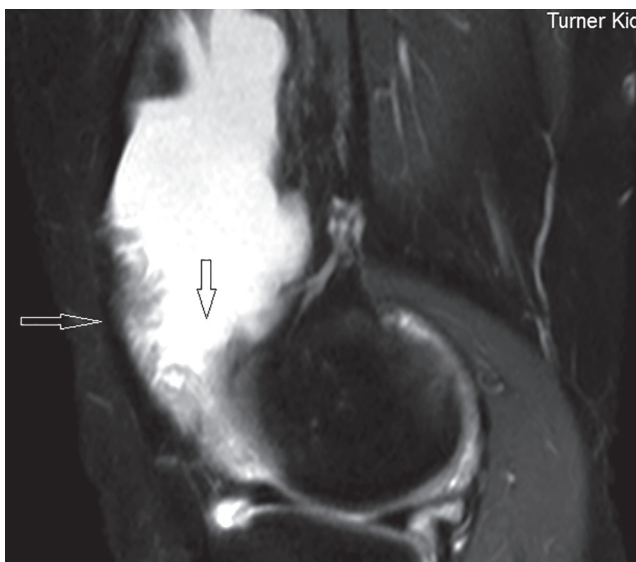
Выраженный хронический синовит коленного сустава с локальной очаговой пролиферацией синовиальной оболочки (магнитно-резонансная томограмма)
